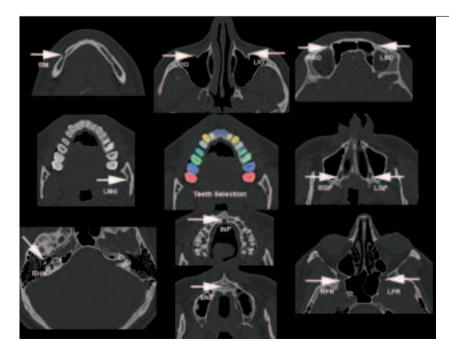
Relevé des « landmarks » et segmentation des dents sur les coupes natives MDCT ou CBCT.
